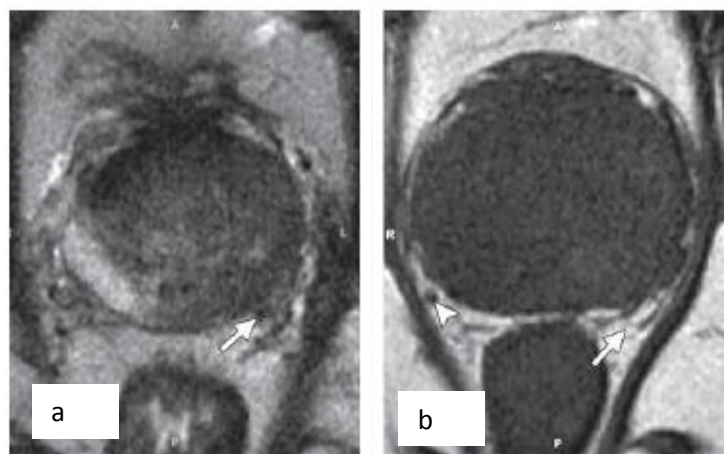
RM prostática num equipamento de 3T com antena de superfície em doente com CaP. a) T2w axial com zona de hiposinal na ZP e extensão extraprostática (seta) envolvendo o complexo neurovascular esquerdo. (b) T1w visualiza-se contorno prostático e extensão extracapsular e complexo neurovascular esquerdo obliterado em comparação com o direito [100].
